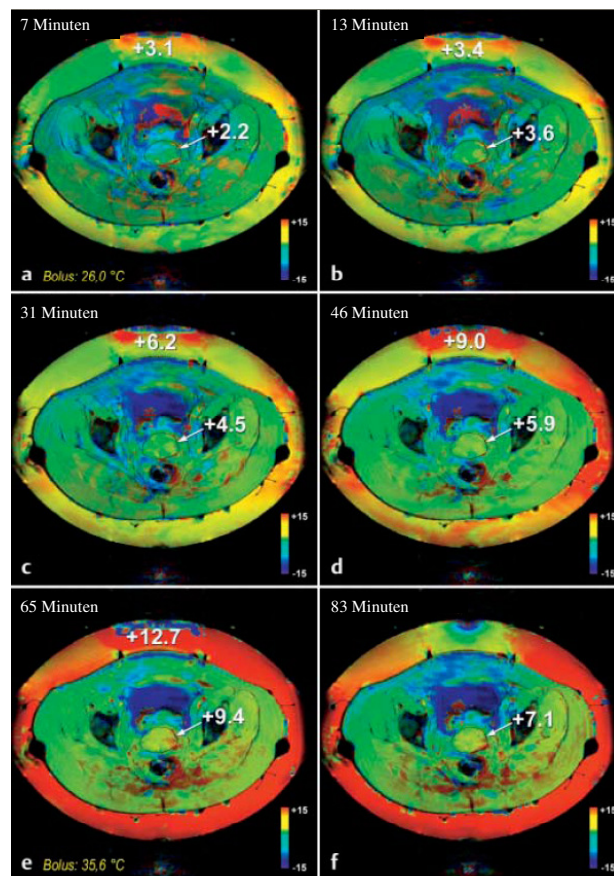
Temperaturverteilung dargestellt mittels MRT in einer zeitlichen Sequenz bei einem Zervixkarzinom
